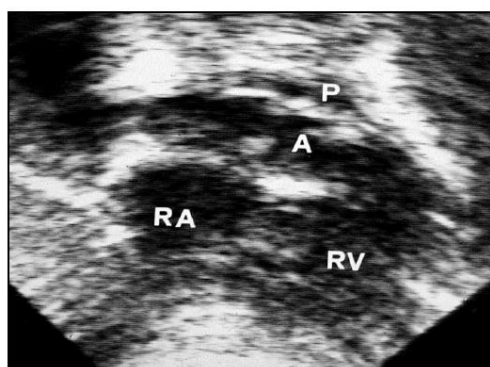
Immagine Ecocardiografica di TF
